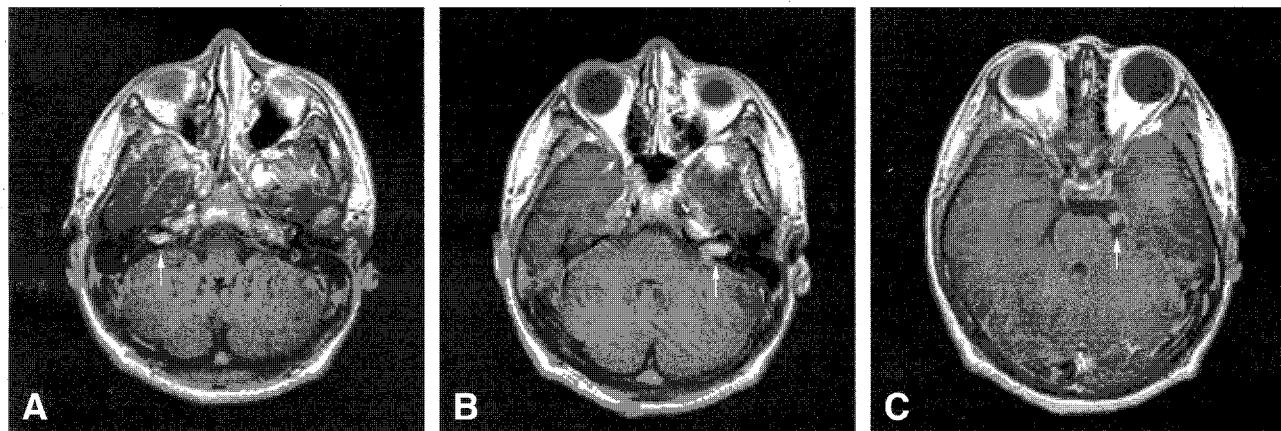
Brain MRI shows multiple neurofibroma involved in left fifth and both eighth cranial nerve (white arrows)
